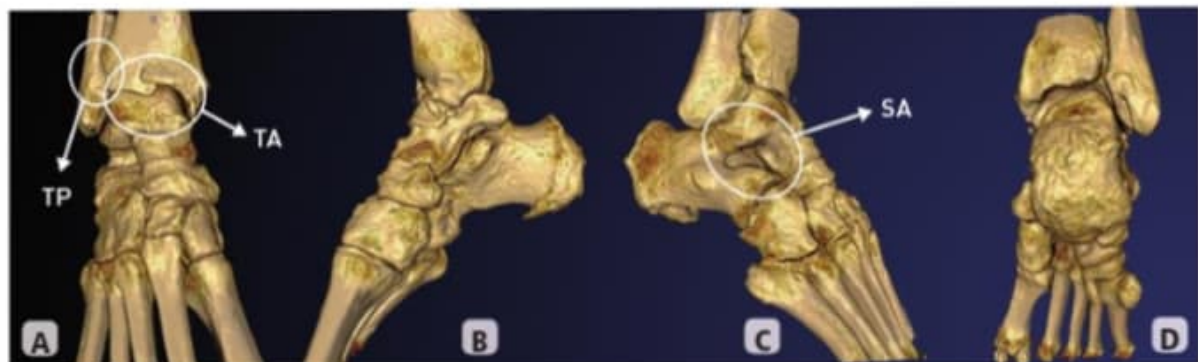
Imágenes de TC 3D de los huesos del tobillo. A) Vista anterior. B) Vista medial. C) Vista lateral. D) Vista posterior. TP: tibioperonea; TA: tibiaastragalina; SA: subastragalina.
